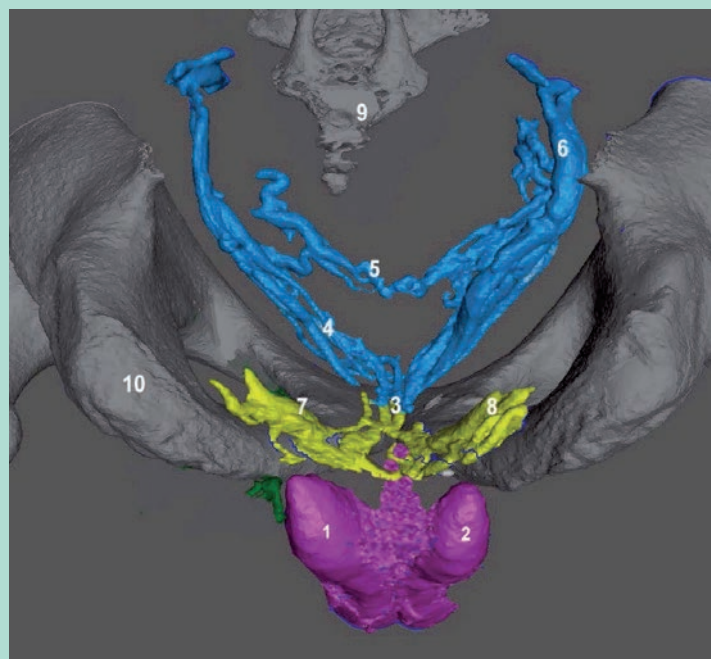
Modélisation 3D des fuites cavernuses profondes (veines vésicales et pudendales). (Caverno-CT vue inférieure, modélisation 3D vectorielle segmentée et colorée). 1 = CC gauche. 2 = CC droit. 3 = Plexus de Santorini. 4 = Veines vésicales inférieures G. 5 = Veines vésicales supérieures G. 6 = Veines vésicales D. 7 = Veines pudendales droites. 8 = Veines pudendales gauches. 9 = Sacrum. 10 = Tubérosité ischiatique G.
